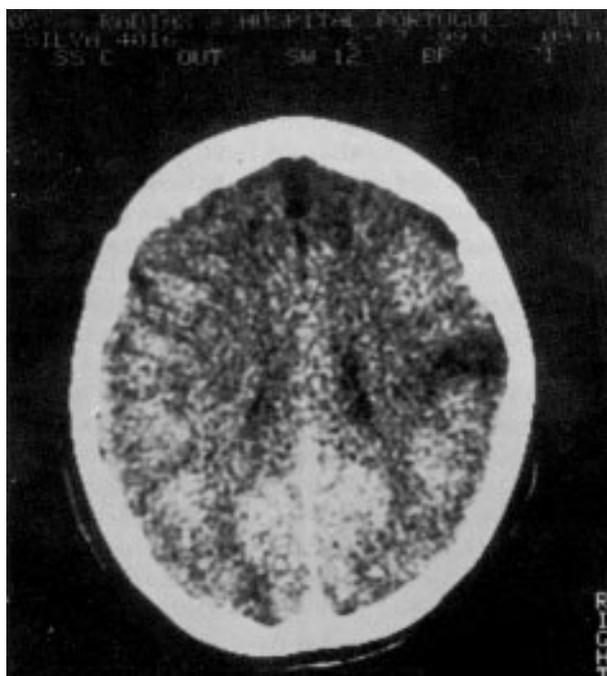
Tomografia cerebral mostrando área isquêmica na região parietal direita.
